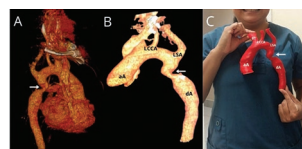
3D reconstructed CT angiography of the aorta with showing heart coronary arteries of the descending thoracic aorta, located approximately 10 cm superior to the origin of the subclavian artery in a 45-year-old male patient with CoA. (A) 3D printed model with reconstructed aortic anatomy. (B) 3D printed model with reconstructed aortic anatomy. (C) 3D printed model with reconstructed aortic anatomy.
